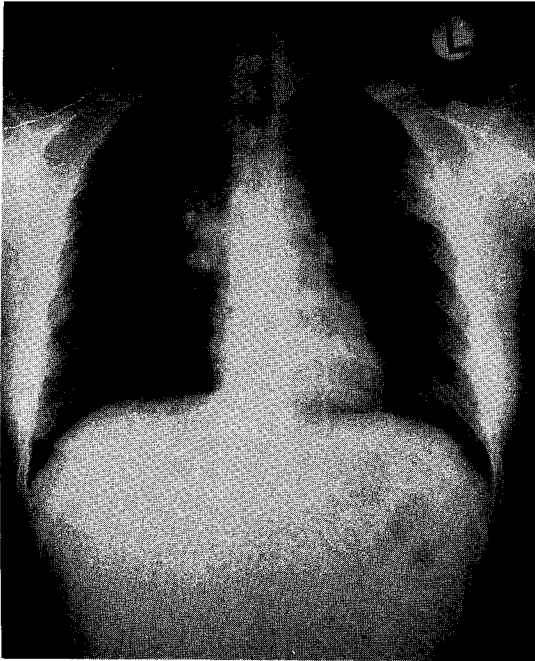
Chest X-ray shows ill-defined mass like consolidation in both upper lung fields.
